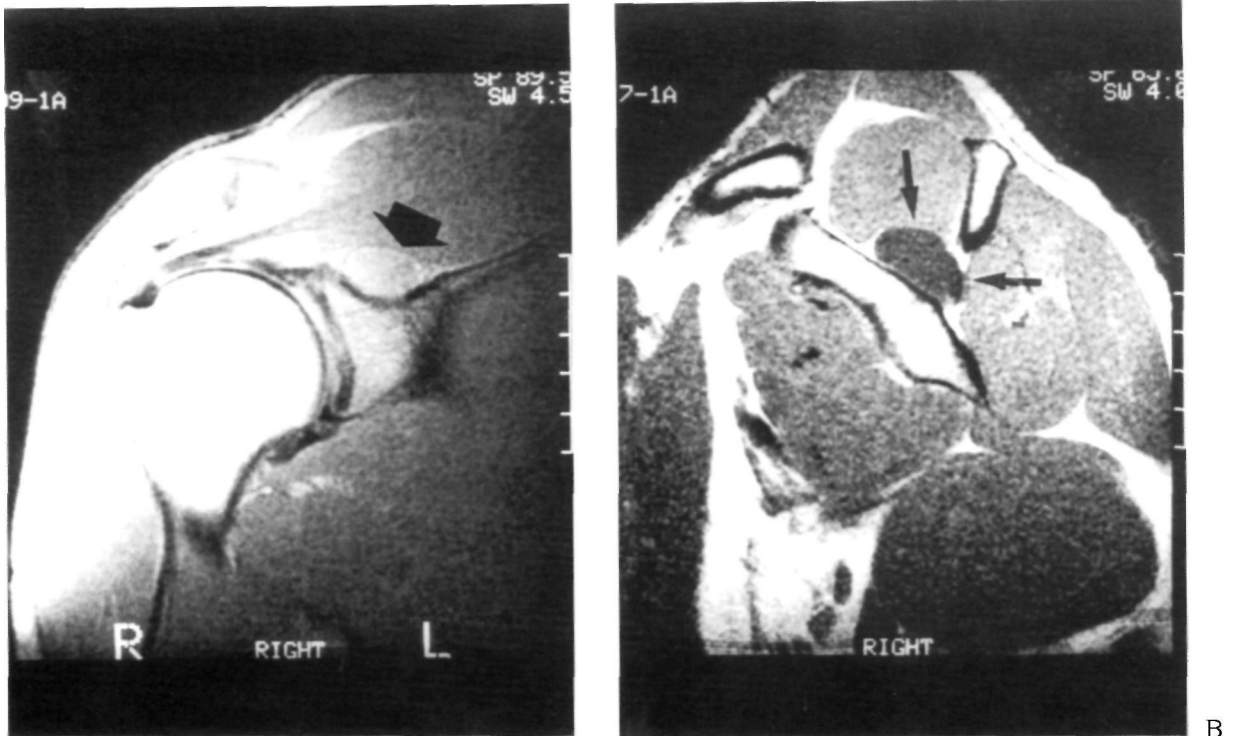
Imagen de resonancia nuclear magnética del hombro derecho. A) Corte frontal, señalado por una flecha se observa el ganglion por debajo del músculo supraespinoso. B) Corte sagital, señalado por una flecha el ganglion por debajo del músculo supraespinoso en la escotadura espinoglenoidea.
